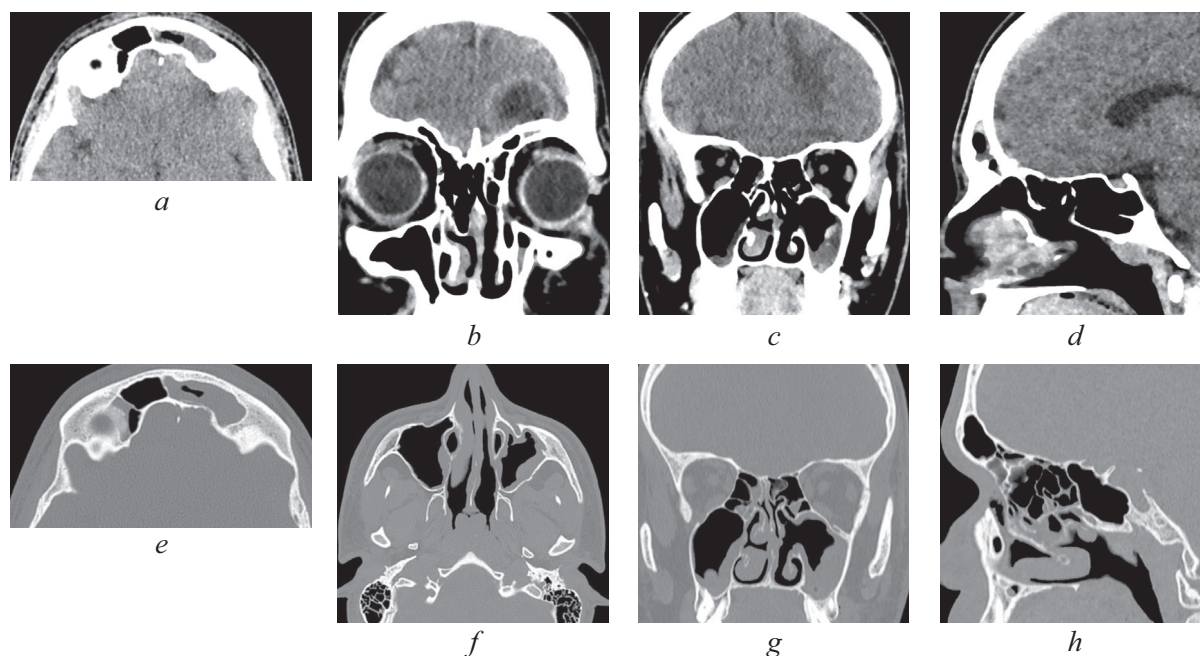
Мультиспиральная компьютерная томография околоносовых пазух и головного мозга от 16.06.2021: *a* – аксиальная проекция в режиме brain. Отмечается увеличение пневматизации лобной пазухи; *b* – коронарная проекция в режиме brain. Восстановлена пневматизация клеток решетчатого лабиринта слева, сохраняется очаг поражения левой лобной доли; *c* – коронарная проекция в режиме brain. Восстановлена пневматизация левой верхнечелюстной пазухи; *d* – сагитальная проекция в режиме brain. Улучшение пневматизации левой лобной пазухи; *e* – аксиальная проекция в режиме skull. Улучшение пневматизации левой лобной пазухи; *f* – коронарная проекция в режиме skull. Восстановлена пневматизация левой верхнечелюстной пазухи; *g* – коронарная проекция в режиме skull. Восстановлена пневматизация левой верхнечелюстной пазухи, пристеночный отек; *h* – сагитальная проекция в режиме skull. Улучшение пневматизации клеток решетчатого лабиринта, лобной пазухи
